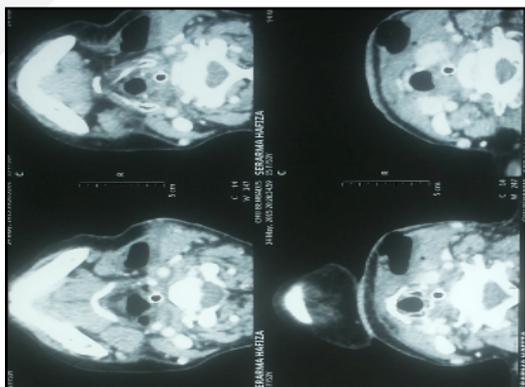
Coupes TDM montrant la collection hydro-aérique latéro-cervicale gauche.
